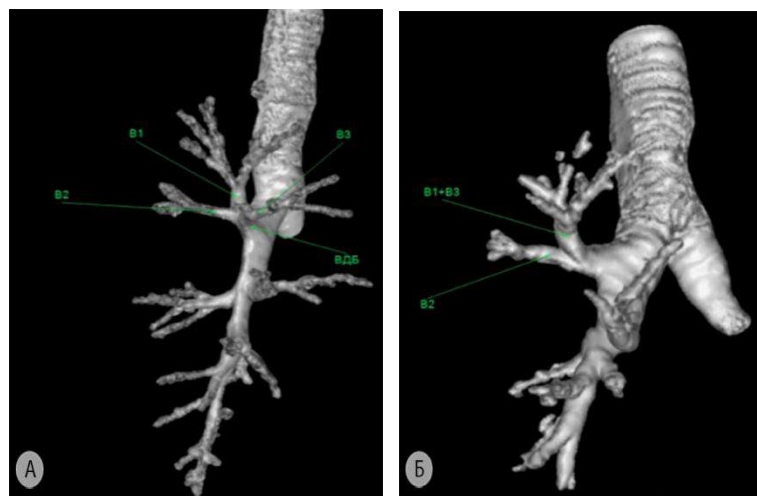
Наиболее частые варианты строения верхнезонального бронха (3D-реконструкции МСКТ-АГ) а – трифуркация $V^1+V^2+V^3$; б – бифуркация V^{1+3} и V^2 . V^1 – верхушечный сегментарный бронх; V^2 – задний сегментарный бронх; V^3 – передний сегментарный бронх. ВДБ – верхнедолевой бронх
